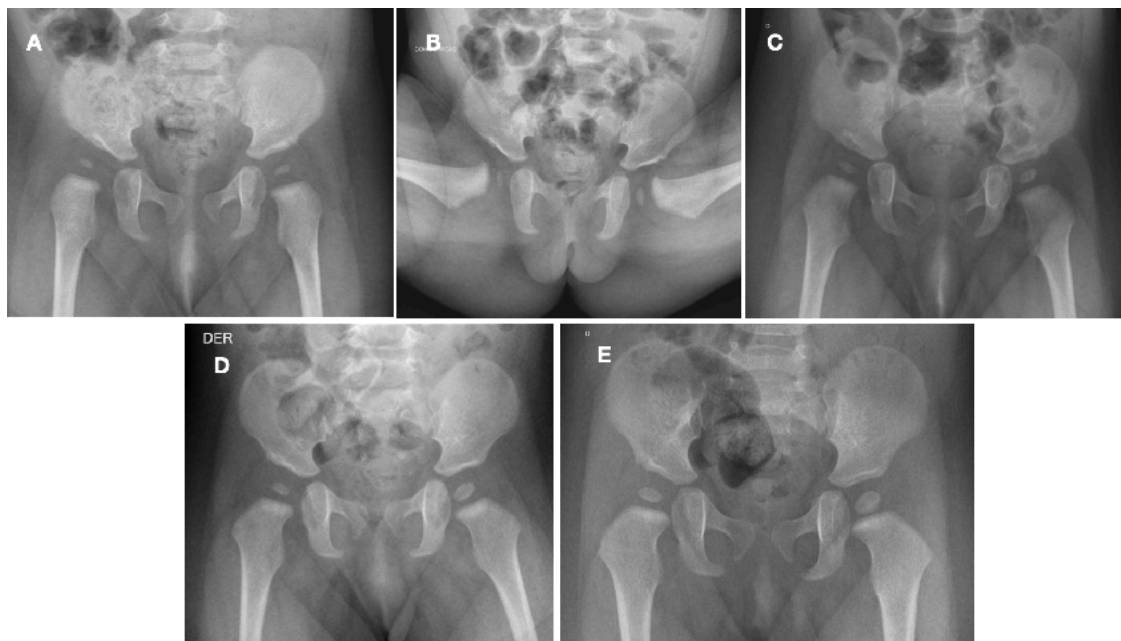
Evolución de una subluxación de cadera tratada con correas de Pavlik. A) Radiografía inicial. B) Correas de Pavlik instaladas, muestran reducción adecuada de las caderas. C), D) y E), evolución del tratamiento. Se puede observar el desarrollo de la ceja ósea
